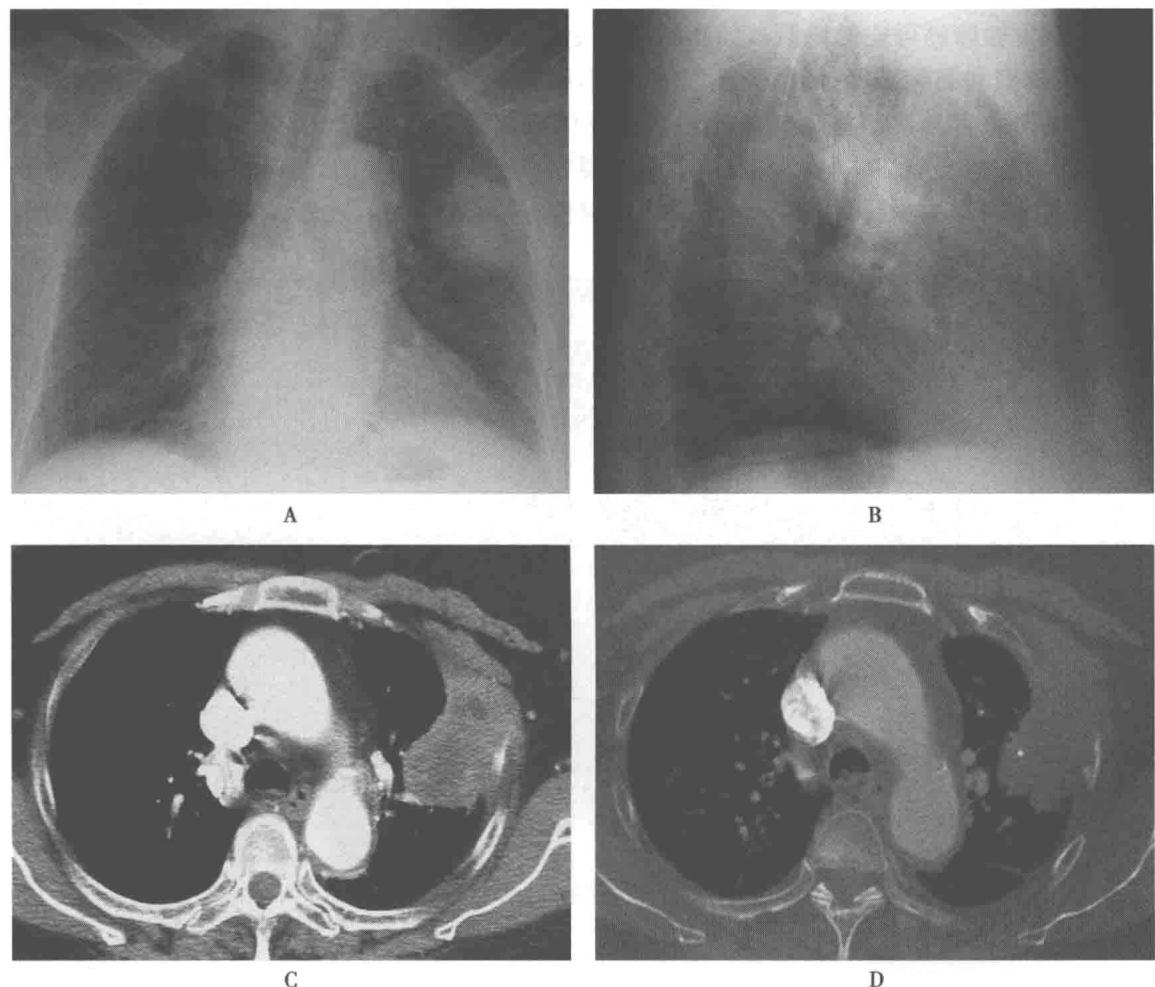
胸部正位像(A)显示左中上肺野肿块影,边缘清楚,可见分叶状,肿块影密度均匀,两上肺可见条索影,余肺野未见异常阴影,气管居中,纵隔不宽,心影未见明显增大,两侧肋膈角锐利;侧位胸片(B)显示位于中肺野相当于主动脉弓水平下方,斜裂前方,结合正位胸片考虑肿块影定位于左上叶;增强CT纵隔窗(C)显示左肺肿块影,其内密度不均,局部胸壁可见侵犯,纵隔未见淋巴结肿大;CT骨窗(D)显示左肺肿块内可见偏心小钙化点,胸壁可见肋骨破坏
